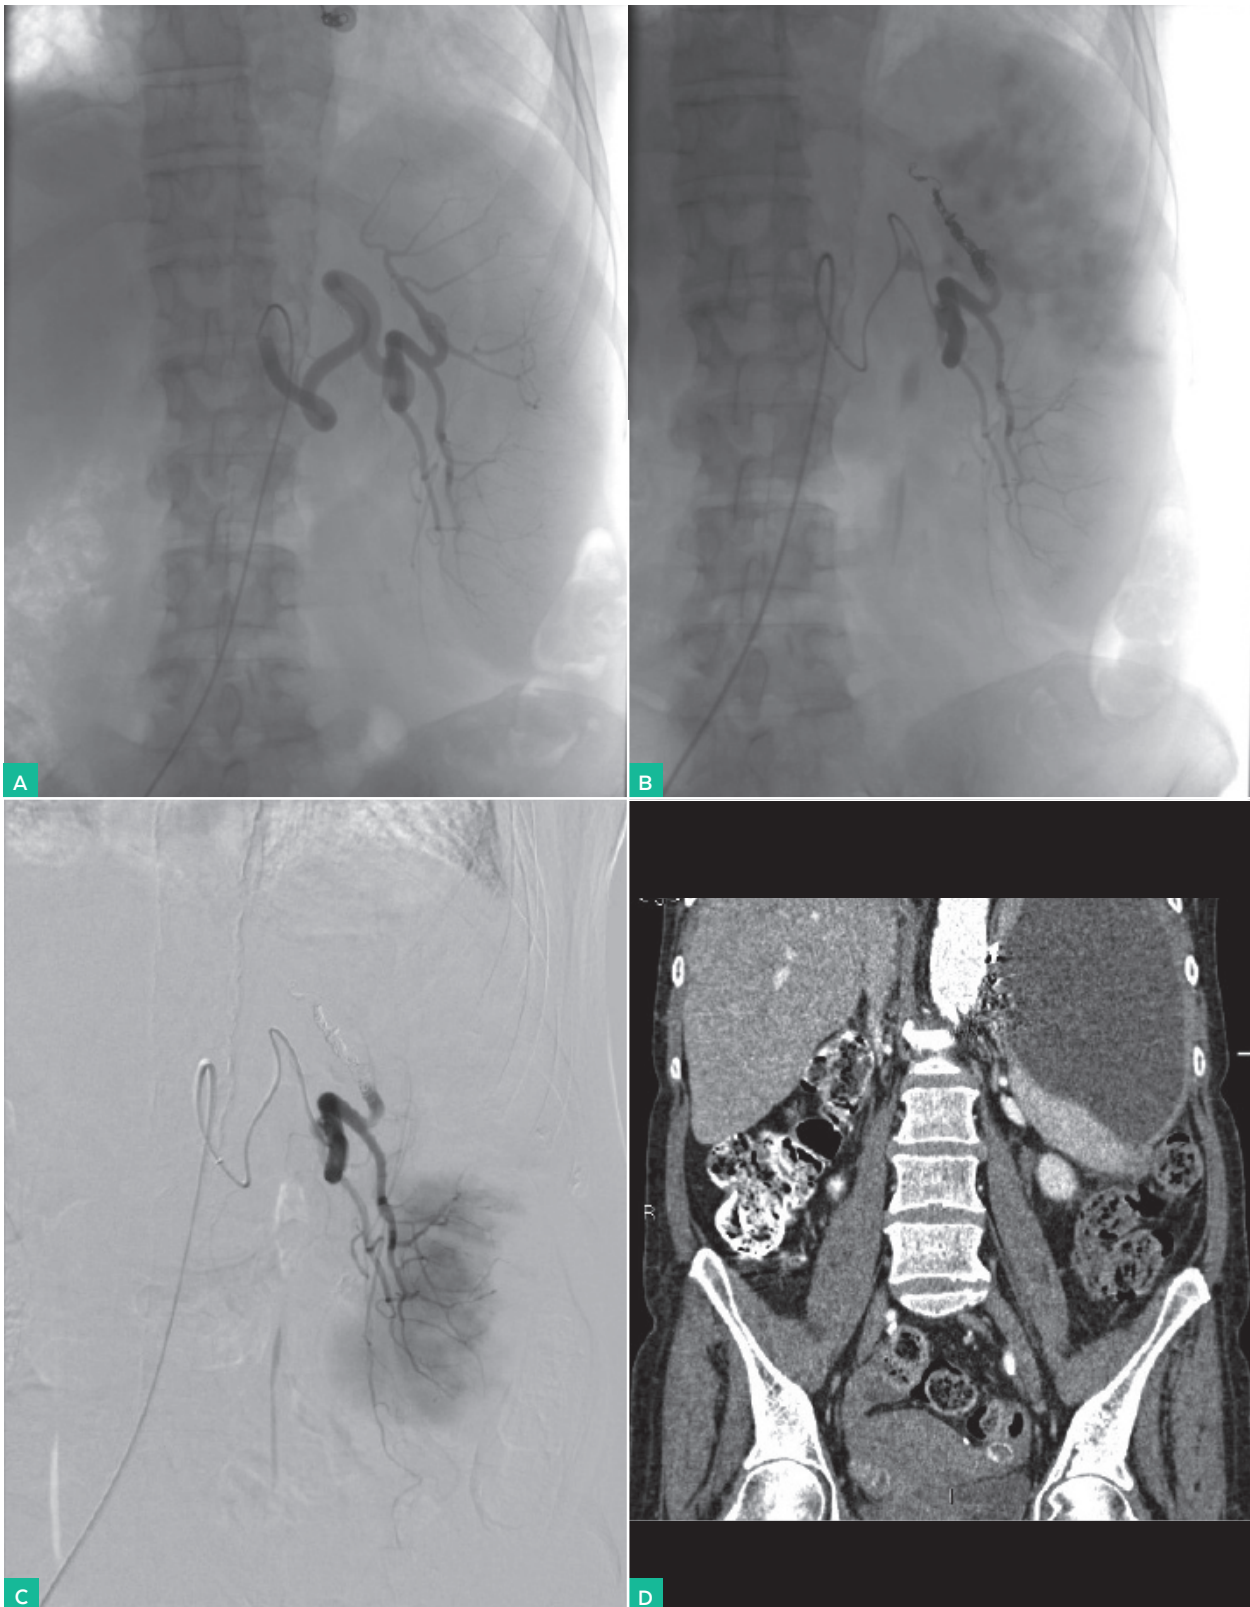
A. Arteriografía selectiva con catéter tipo Simmons 1. Se observa una arteria esplénica con dos ramas, lobar superior e inferior y una rama polar inferior que surge antes del hilio. B. Embolización con *coils* en rama lobar superior derecha. C. Arteriografía tras embolización. Se observa *blush* de la porción inferior del bazo. D. TC de control que muestra un absceso esplénico en la zona embolizada
